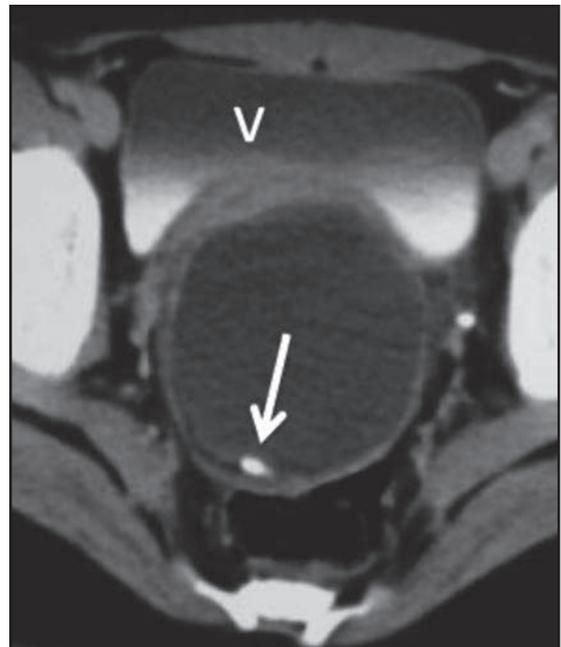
Paciente de 15 años en control por "quiste ovárico simple", en relación a falta de evolutividad en US se decide realizar TC, el que muestra calificación puntiforme y contenido graso adyacente en su pared posterior, no visto en US, compatible con teratoma quístico ovárico.
